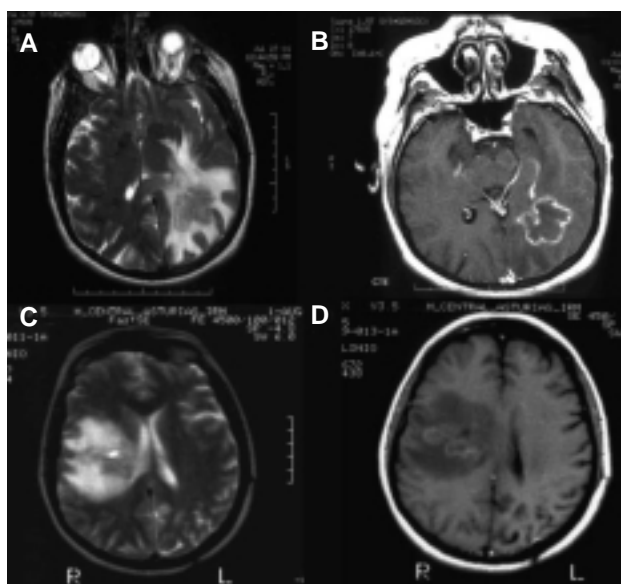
(A) Corte axial de RM craneal ponderada en T2 en el que se observa una placa de desmielinización de localización occipitotemporoparietal izquierda. (B) El mismo corte, ponderado en T1 con gadolinio, nos permite apreciar que la placa capta contraste de forma irregular. (C) Corte axial de RM craneal ponderada en T2 en el que se observa una gran placa de desmielinización parietotemporal derecha. (D) El mismo corte, ponderado en T1 con gadolinio, donde se aprecia captación formando varias estructuras anulares. Nótese en C y D la desaparición de la lesión occipitotemporoparietal izquierda.
